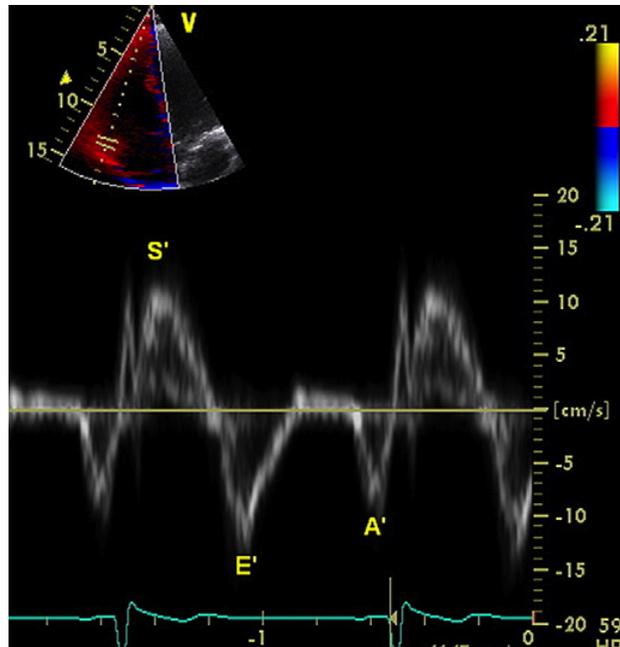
Velocidad del anillo tricuspídeo medido por Doppler tisular. Medición sencilla y reproducible, no se realiza de manera rutinaria. J Am Soc Echocardiogr. 2010; 23: 685-713.
